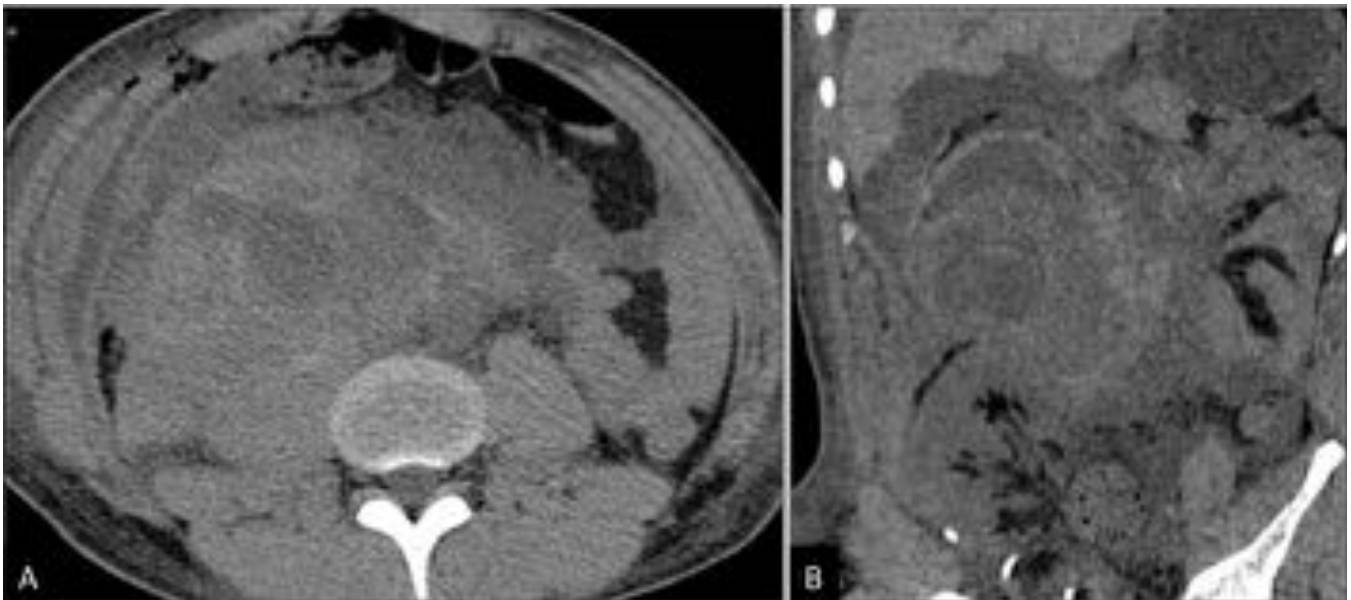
Hematoma agudo en periodo postoperatorio precoz (día +5). TC abdominopélvico sin contraste i.v. (A) y reconstrucción MPR en plano coronal (B). Voluminosa colección de densidad heterogénea con áreas hiperdensas en su interior compatible con sangrado agudo. Se sitúa en relación con el polo renal superior.
